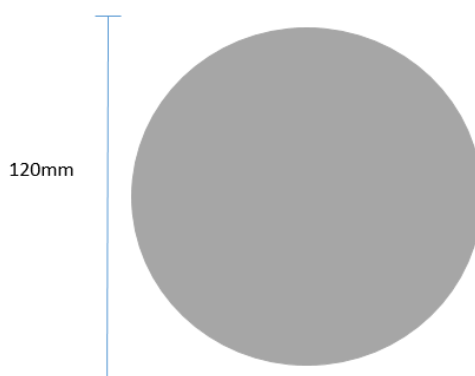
Imagem de orientação para a realização da TC, medida específica de 120 mm.
